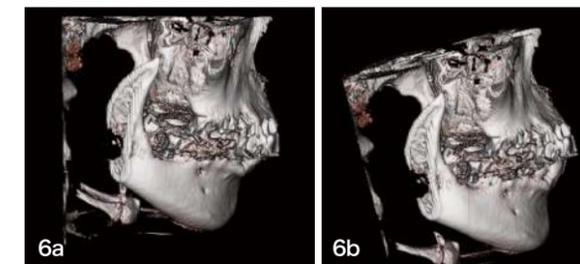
歯科用CTにおいてパノラマ撮影と同じ頭位でCT撮影した3D(a)。ソフト上で咬合平面を水平に修正した3D(b)。後ほどでソフト上で咬合平面を水平に修正することができても、撮影時から咬合平面を意識して位置づけすべきである。
